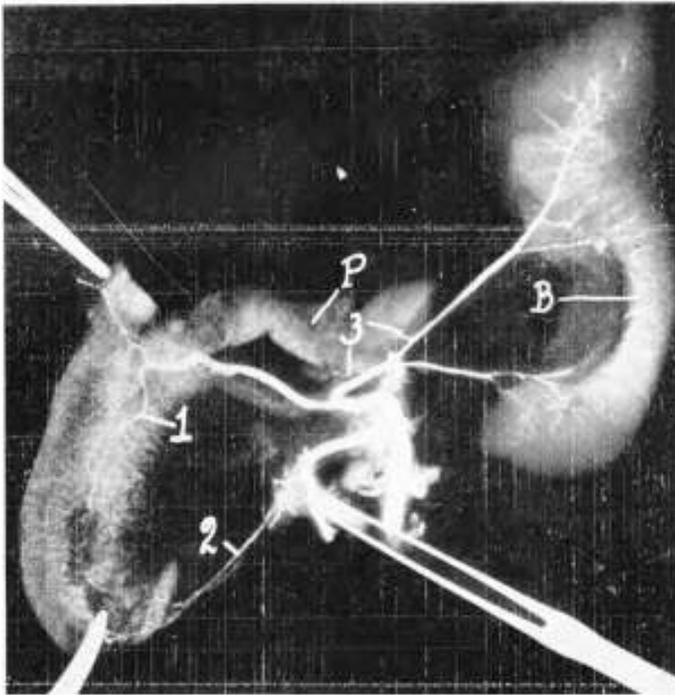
Radiografía de arterias pancreáticas. Se ha extirpado el estómago y traccionado a izquierda el bazo (B). Páncreas (P). Se observan las tres arterias principales: pancreático-duodenal derecha (1), pancreático-duodenal izquierda (2), rama esplénica (3).
